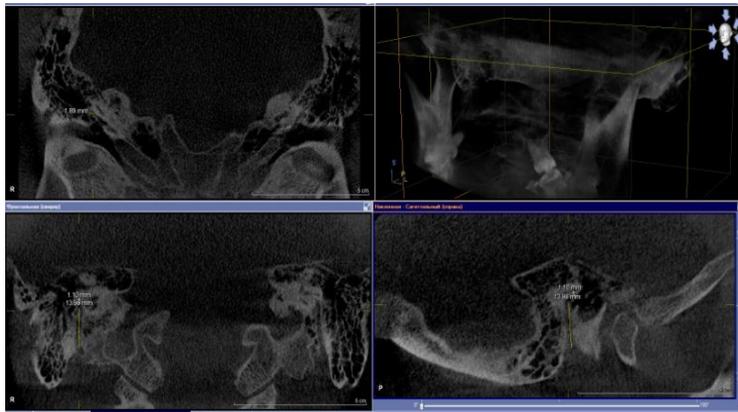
КЛ КТ височных костей у пациентов без признаков воспаления в структурах среднего уха. Количественный анализ сосцевидной и тимпанальной частей фаллопиева канала лицевого нерва.
